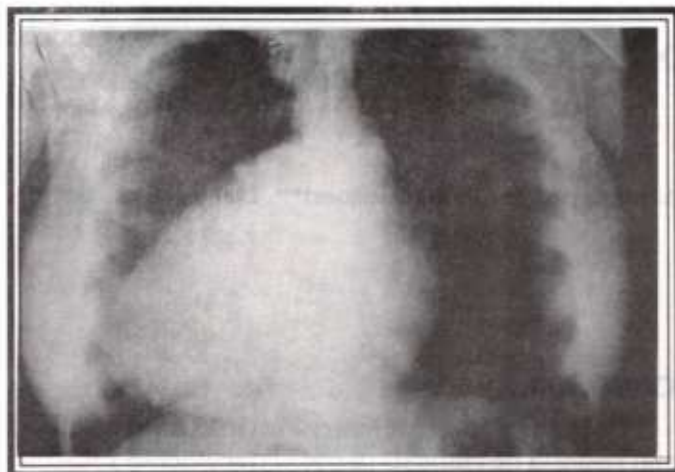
Radiografía de tórax mostrando silueta cardíaca aumentada de tamaño (cardiomegalia) y de localización derecha.
